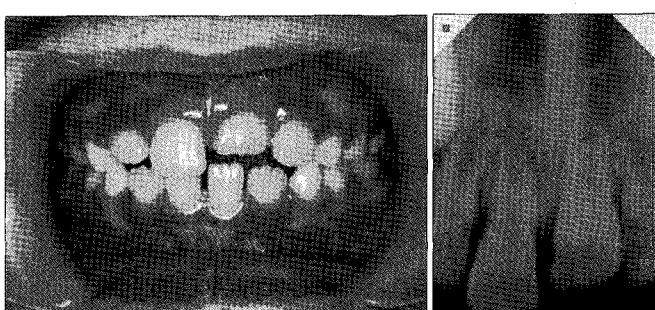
Intraoral photograph and periapical radiograph after 3 weeks.
